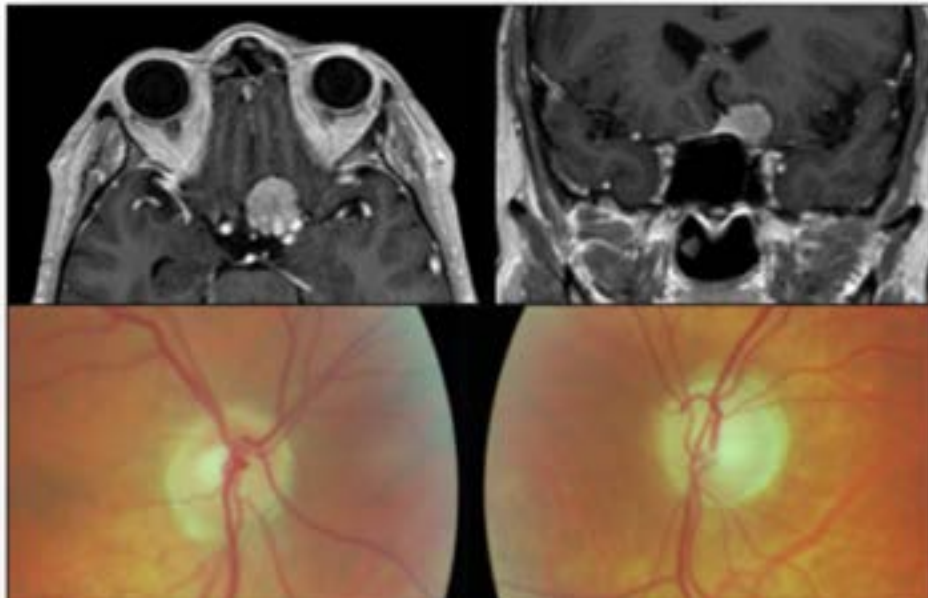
Meningioma esfenoidal que contacta con la porción intracraneal del nervio óptico izquierdo. Arriba, resonancia magnética orbitaria en T1 con administración de gadolinio, corte axial (izquierda) y coronal (derecha). Abajo, imagen del fondo de ojo mostrando asimetría con mayor excavación y palidez en nervio óptico izquierdo.
